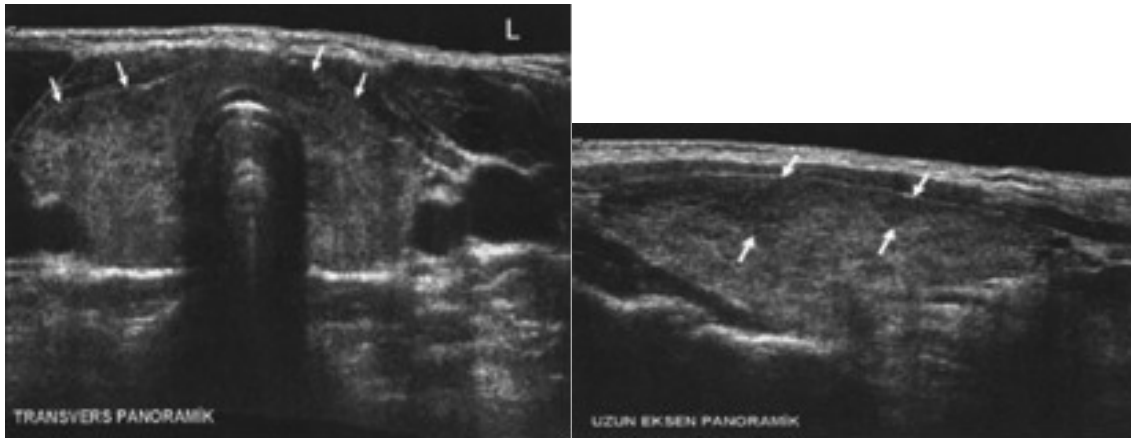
Hipoekoik yamasal alanlar içeren normalden büyük tiroid bezi. Power Doppler de bez vaskülaritesinde belirgin artış görülüyor.
